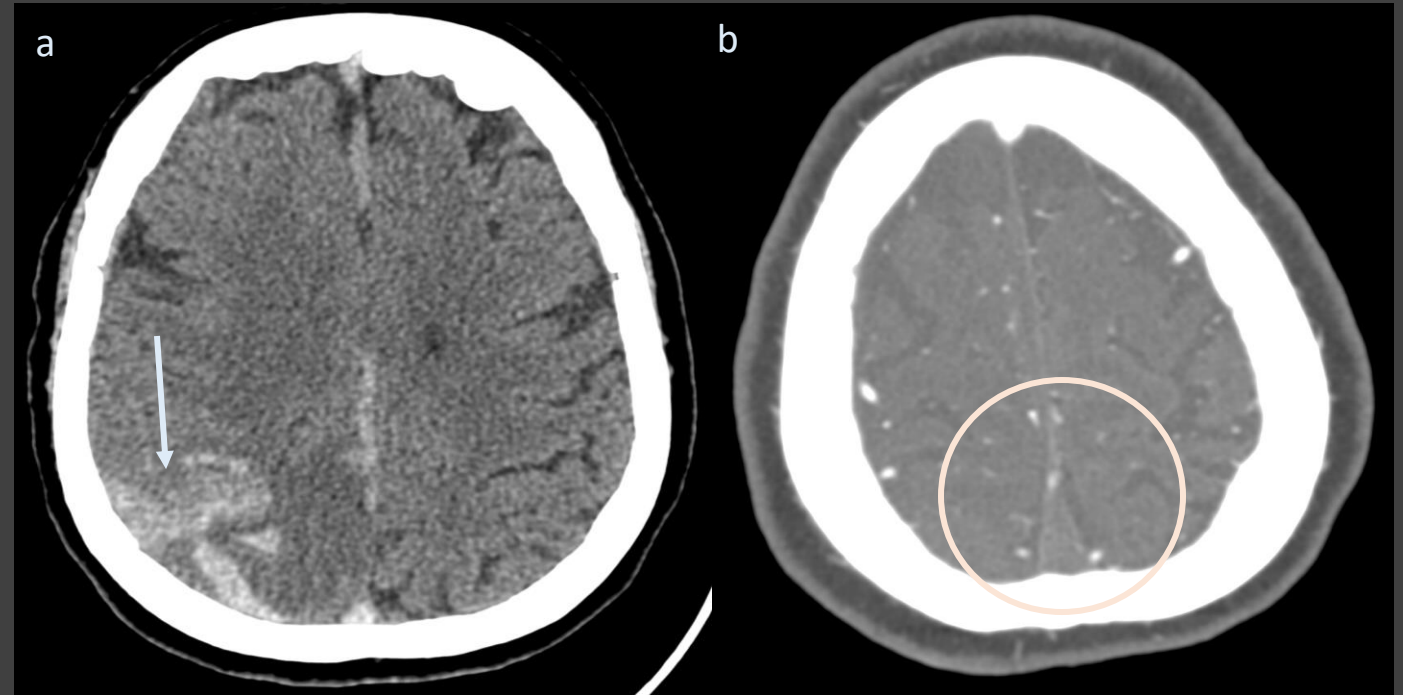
TC simple axial (a) y Angio TC venoso axial (b). Foco de HSA en la convexidad parietal derecha con edema asociado (flecha). Defecto de repleción en seno sagital superior (círculo).
